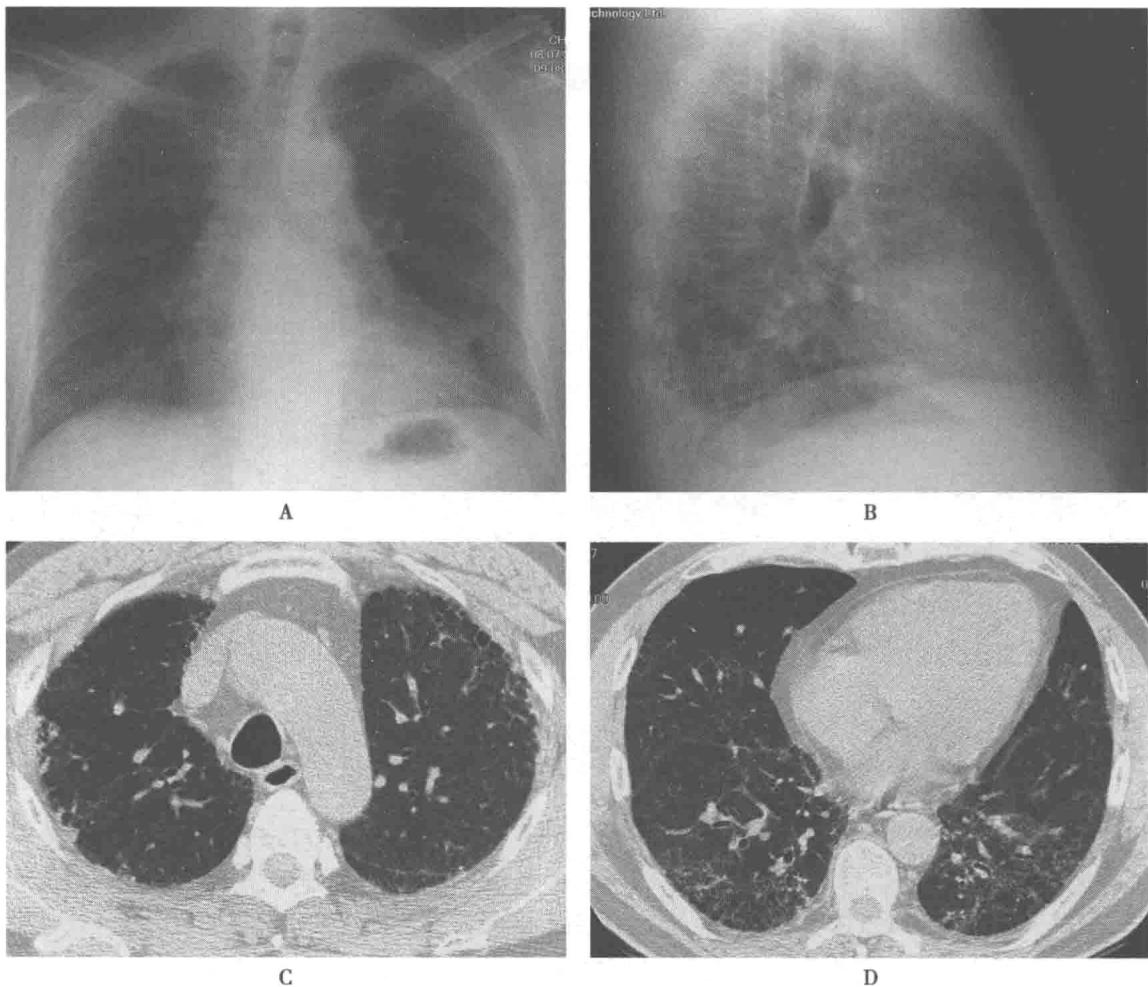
胸部正位像(A)显示两肺容积减少,两肺外带可见网状阴影,心影稍增大,两侧肋膈角锐利;胸部侧位像(B)显示背部肺野可见网状影;HRCT(C,D)显示两上肺外带及两下肺胸膜下广泛细网状影,部分蜂窝影形成,病变呈外带及下肺胸膜下分布为主
